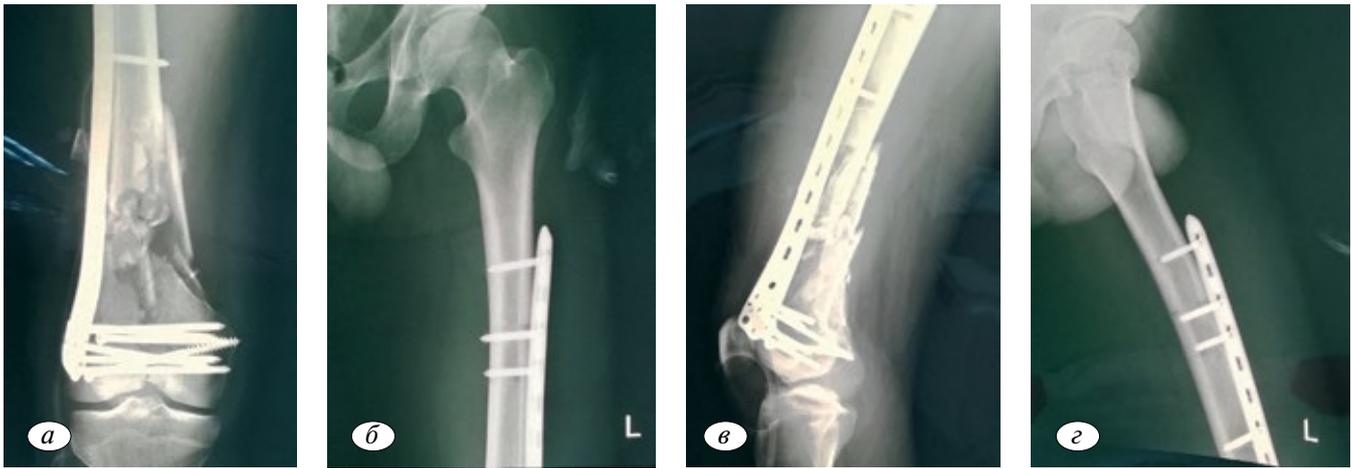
(а, б, в, г). Пациент М. Рентгенограммы после накостного остеосинтеза пластинами и винтами.
